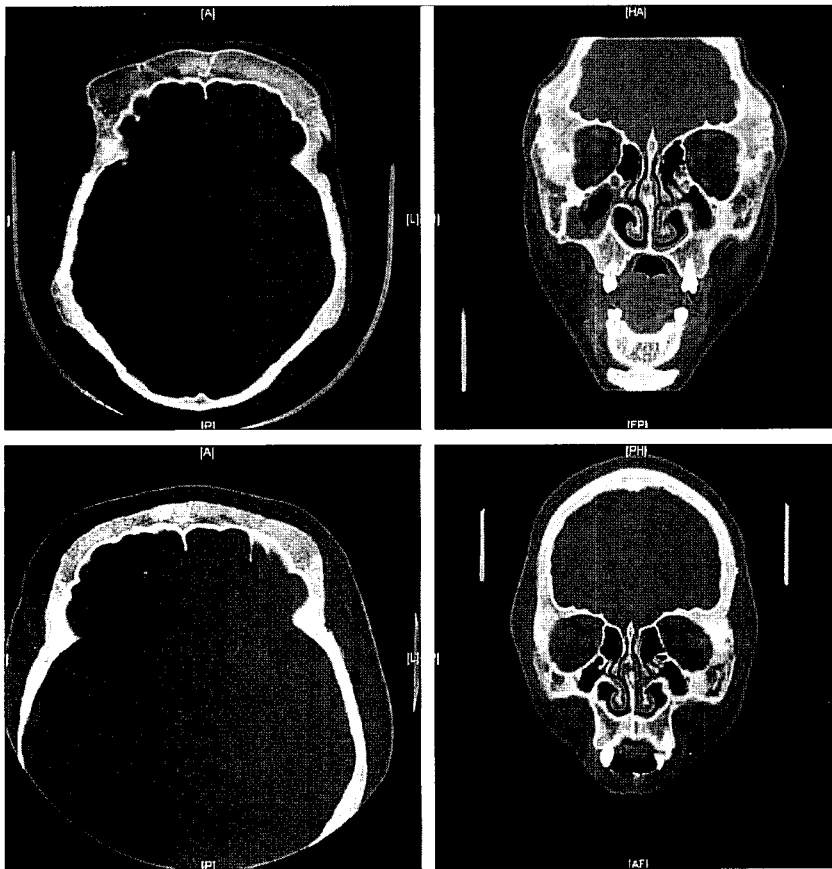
(Above) Preoperative CT scan. (Below) Postoperative 2-week CT scan.
